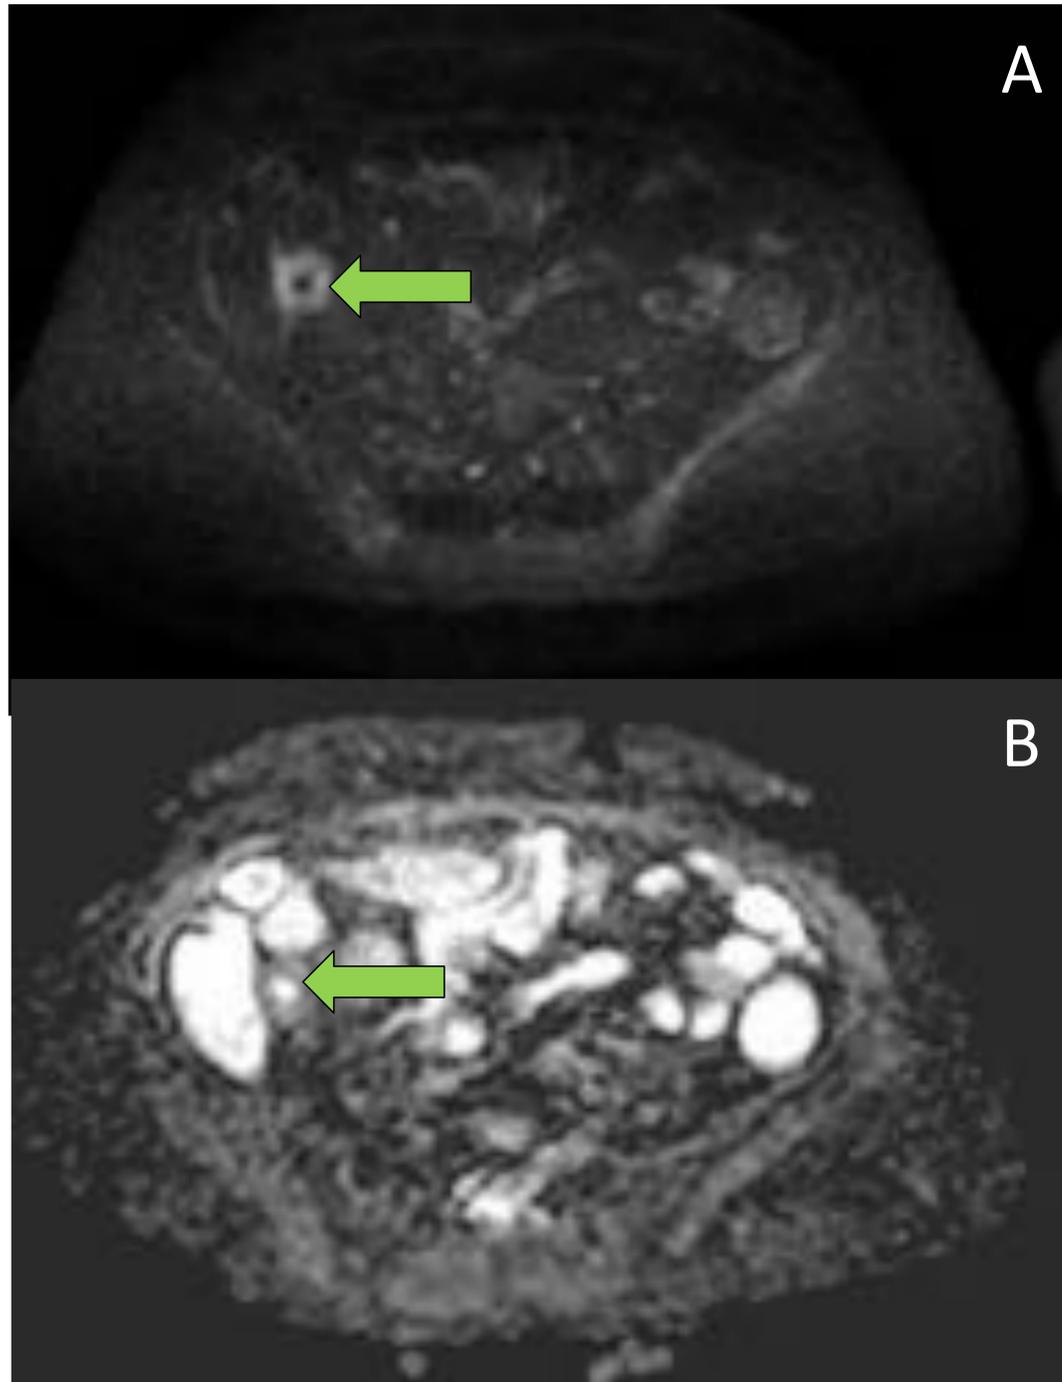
Secuencias funcionales de difusión donde de forma rápida nos informan sobre la existencia de signos de actividad inflamatoria aguda en segmento de ileon terminal. Se aprecia hiperintensidad mural concéntrica en la secuencia DWI (imagen A) con restricción a la señal en ADC (valores bajos de ADC en imagen B).
